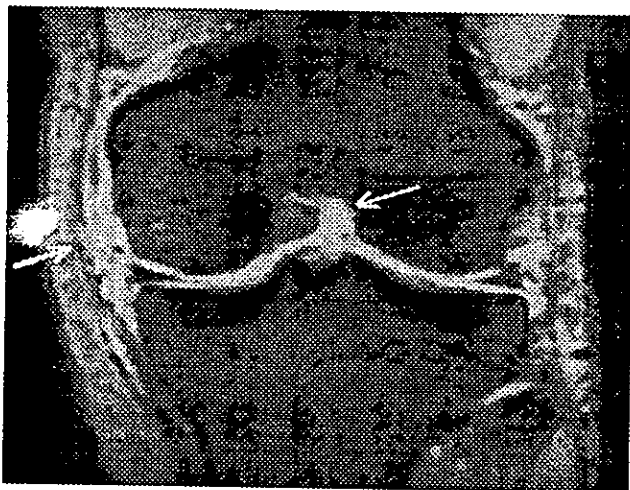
Imagen de RM en Coronal, Eco de Gradiente FL2D 25TR 612 TE 18 que muestra Ruptura de Ligamento Colateral Medial Multifragmentaria y del Ligamento Cruzado Anterior, con Derrame en el Receso Medial.
